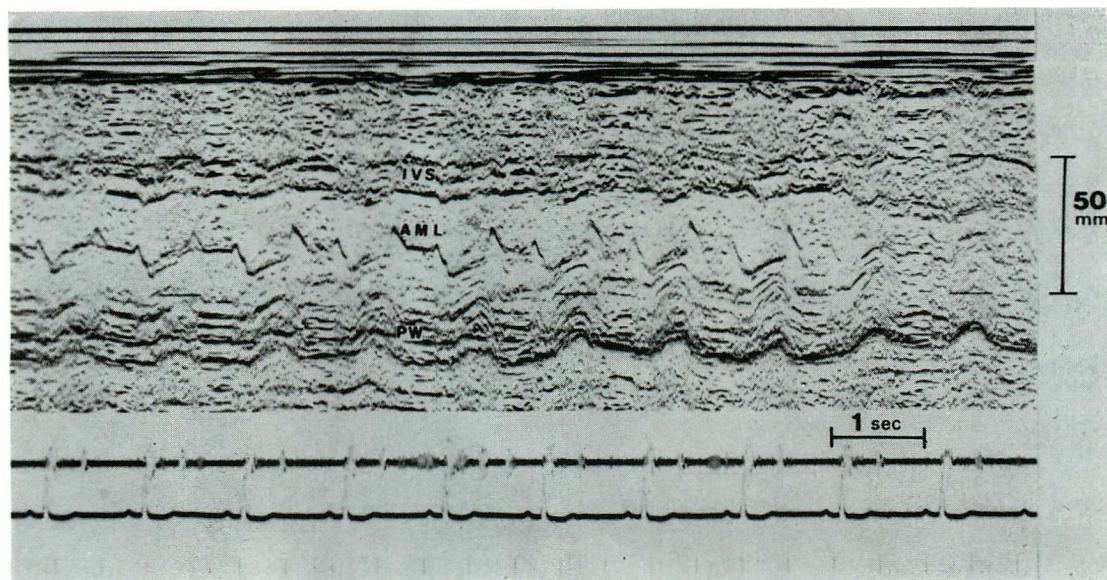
M-mode scan echocardiogram of the left heart in APH (S. T., 64-year-old male).
